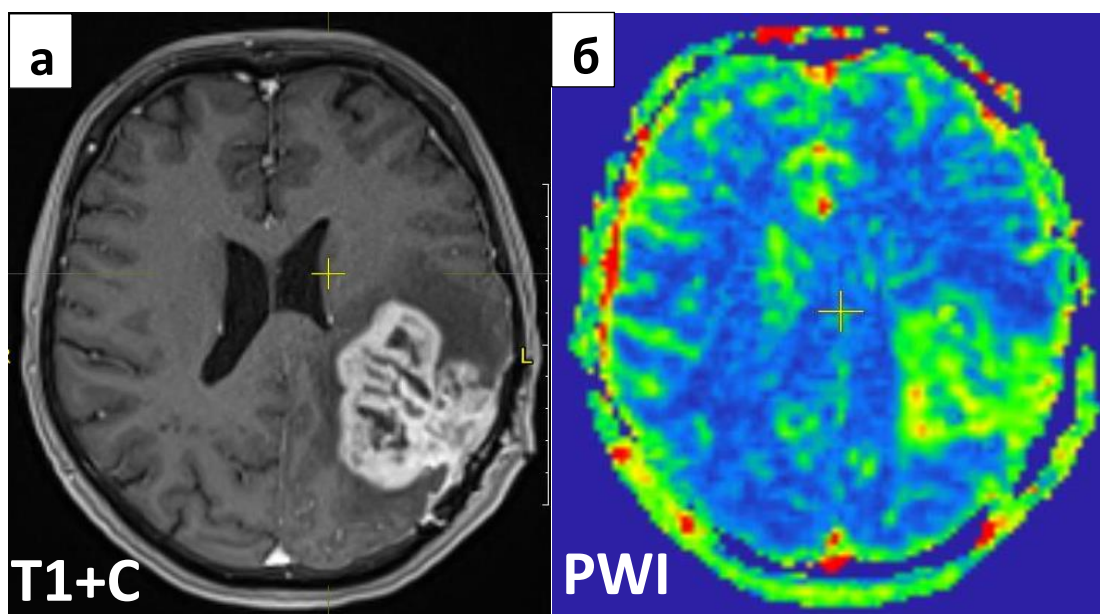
Пациент Ш. 63 года. Диагноз: Глиобластома Grade IV теменной доли слева. Состояние после субтотального удаления опухоли. По данным МРТ до начала лучевой в T1 + C (а) в теменной доле слева определялась остаточная ткань глиобластомы интенсивно, неоднородно накапливающая гадолиний содержащее контрастное вещество, с повышенным кровотоком на перфузионной карте (б), вокруг опухоли зона пониженной интенсивности в T1, без чётких контуров, соответствующая перифокальному отёку.
